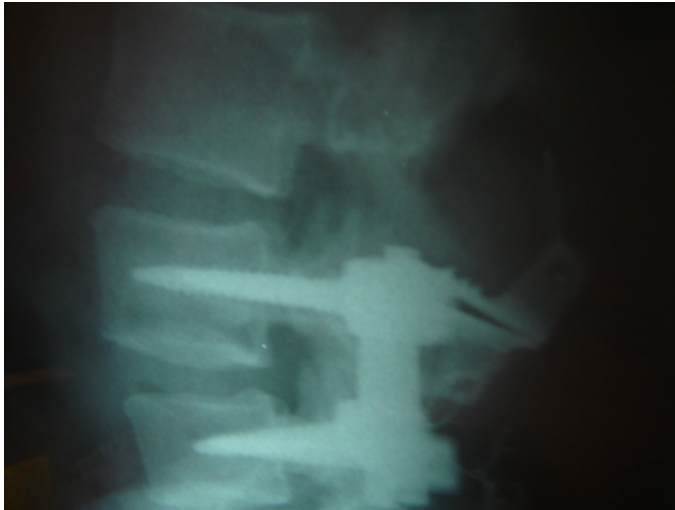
radiografia em extensão demonstrando o uso do espaçador interespinhoso no nível adjacente a artrodese. Nota-se que o espaçador está fechado.
